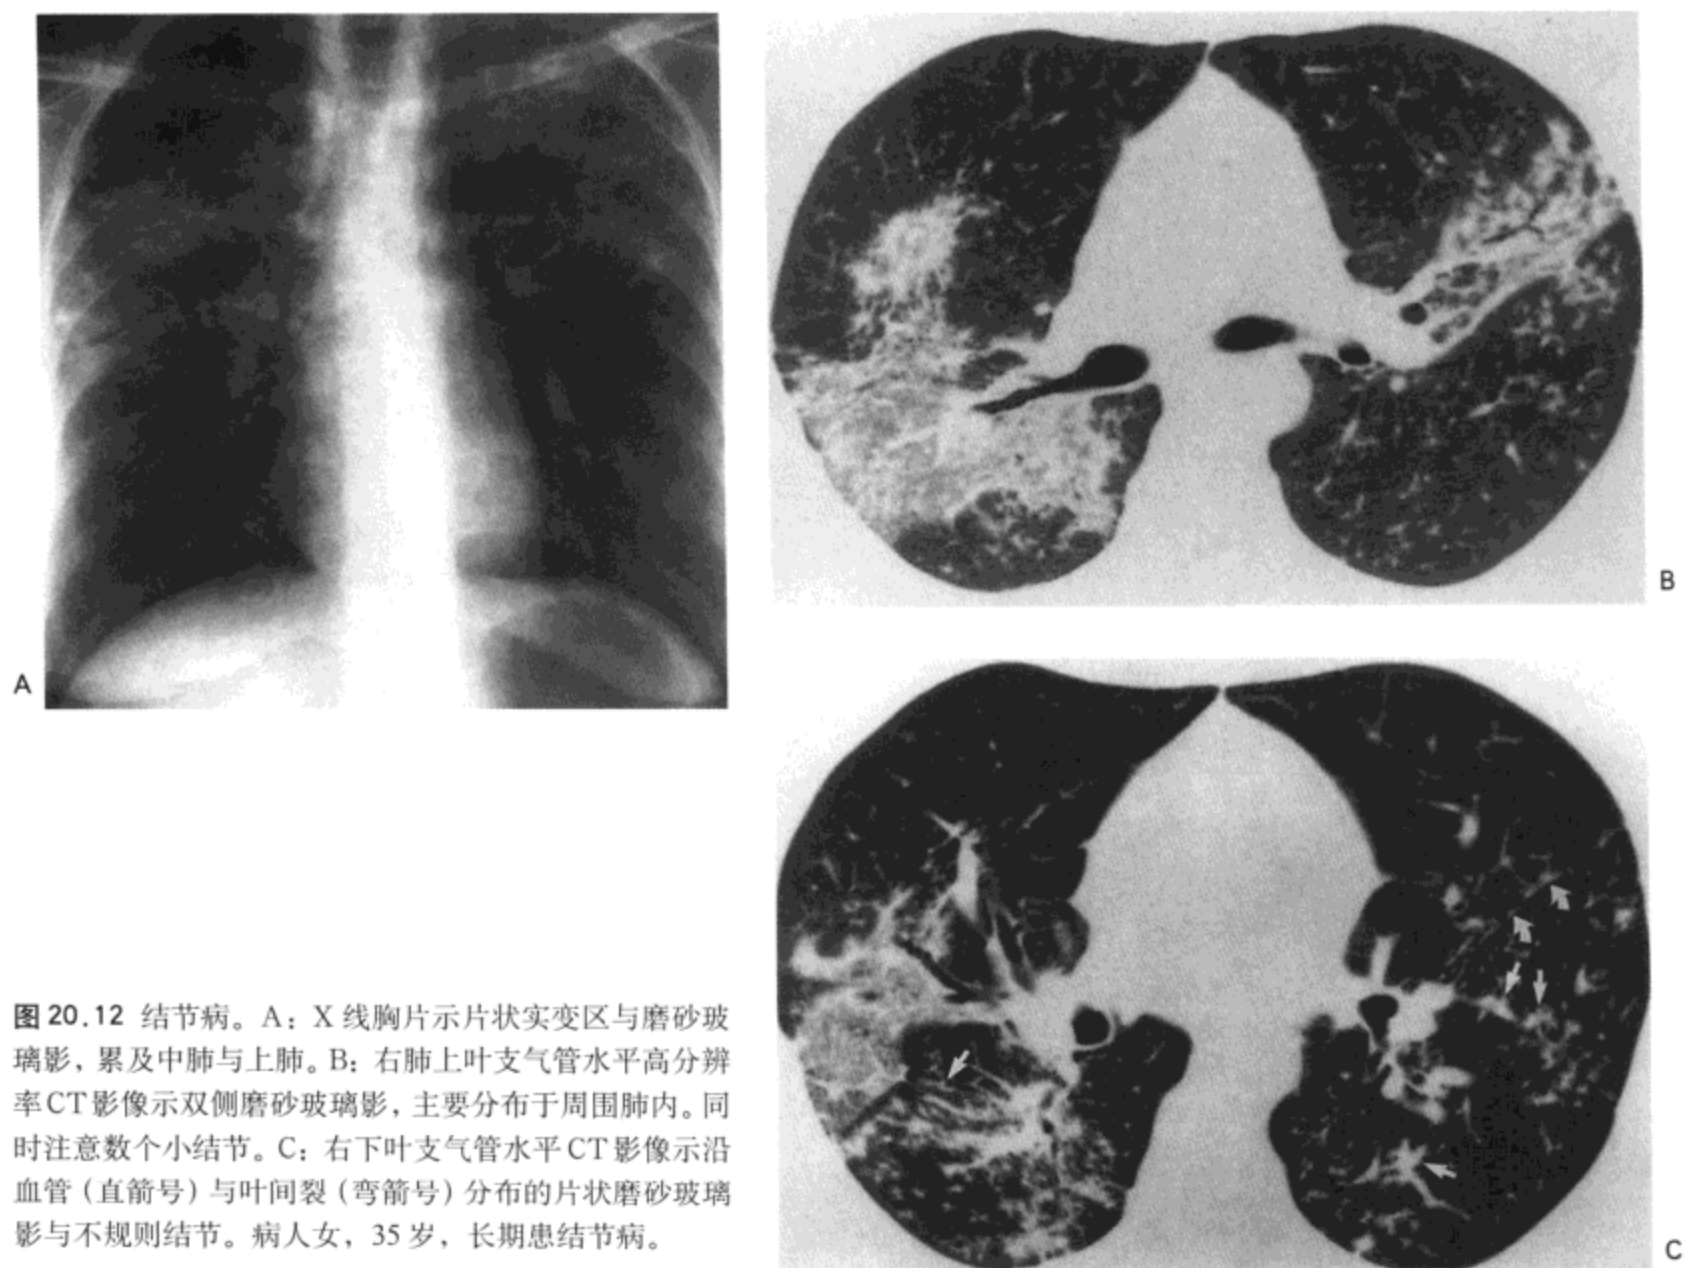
结节病。A: X 线胸片示片状实变区与磨砂玻璃影, 累及中肺与上肺。B: 右肺上叶支气管水平高分辨率 CT 影像示双侧磨砂玻璃影, 主要分布于周围肺内。同时注意数个小结节。C: 右下叶支气管水平 CT 影像示沿血管 (直箭号) 与叶间裂 (弯箭号) 分布的片状磨砂玻璃影与不规则结节。病人女, 35 岁, 长期患结节病。
